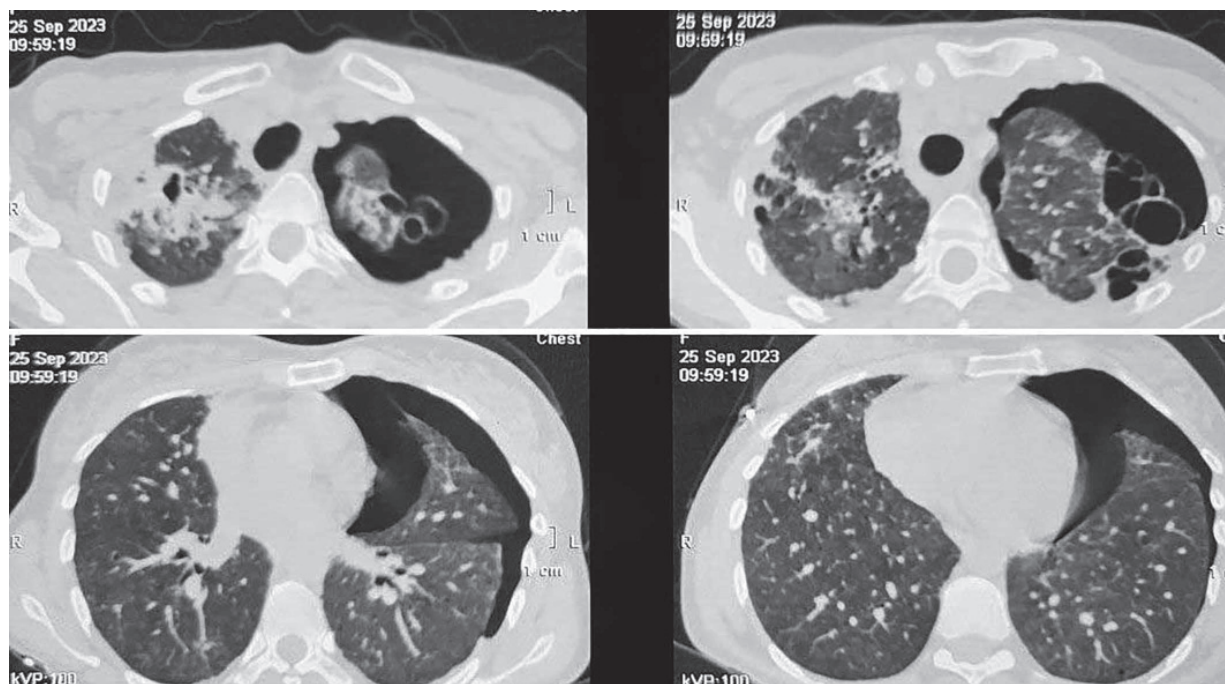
КТ ОГП під час госпіталізації: субтотальний лівобічний пневмоторакс.
